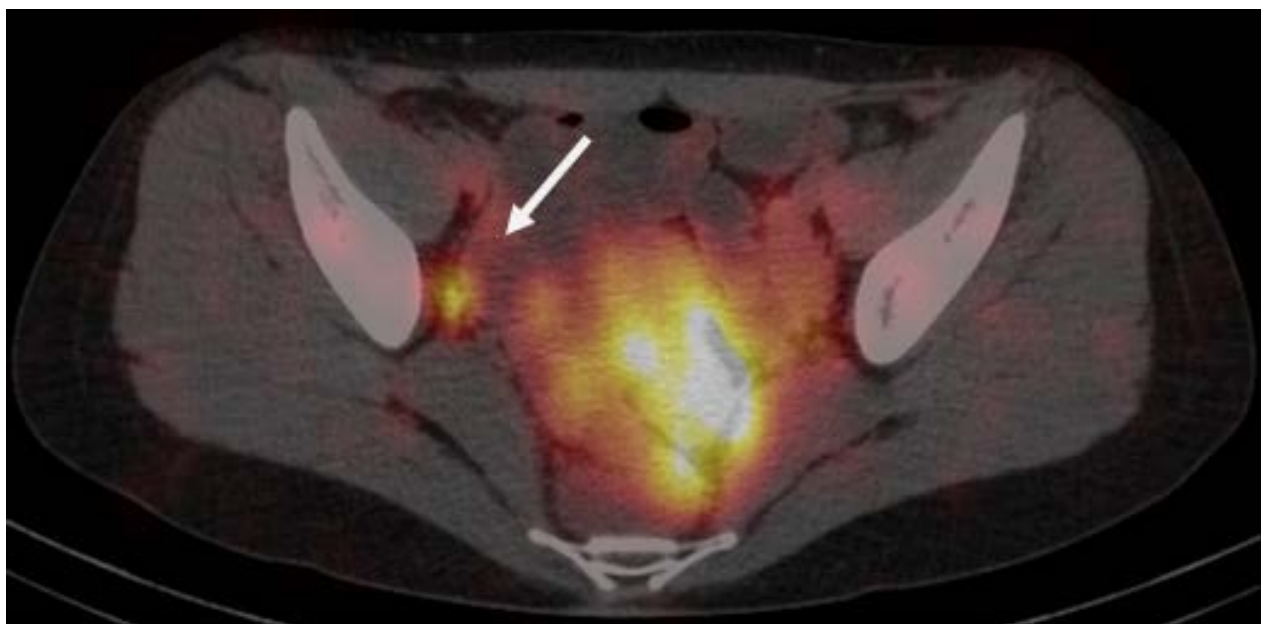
ОФЭКТ-КТ томограмма. Накопление РФП в запирательном ЛУ (стрелка)
